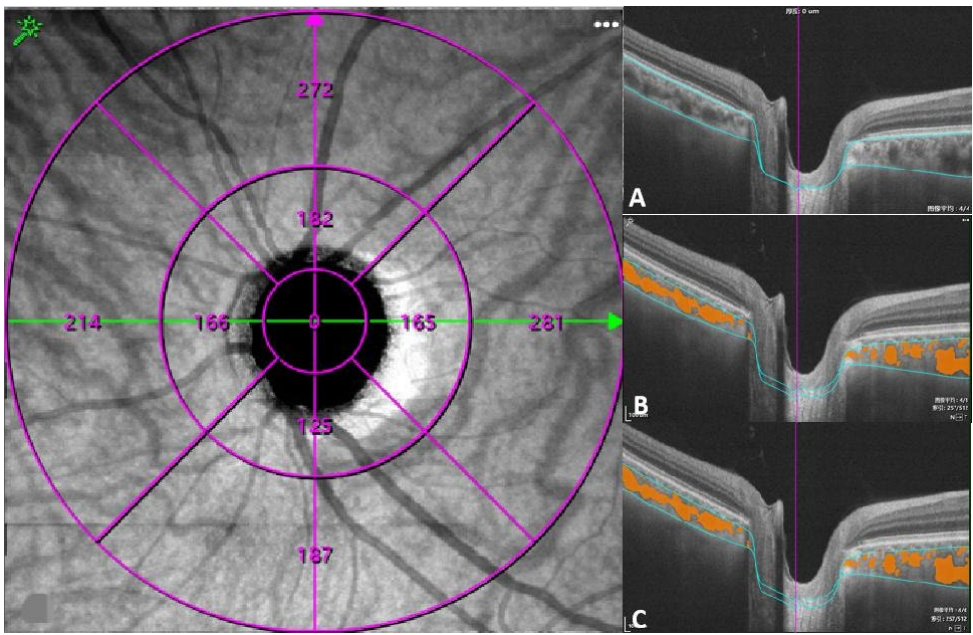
CT (A), CVV (B), CVI (C) in OHN 6 mm × 6 mm (512 × 512) mode
